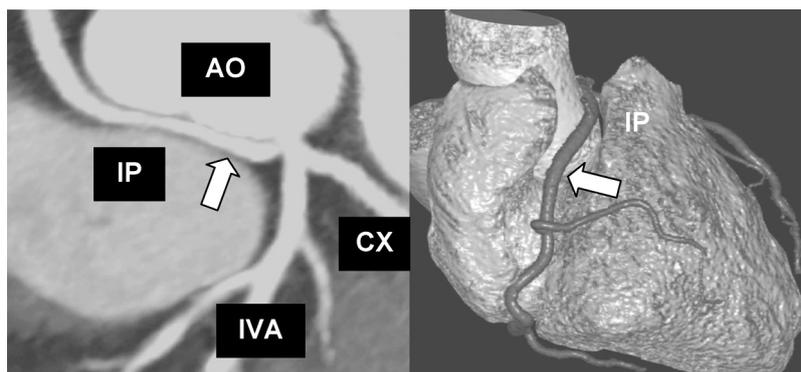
Images tomographiques d'une artère coronaire droite (flèche noire) connectée l'artère coronaire gauche avec un trajet ectopique préaortique juxtamural. AO : aorte ; CX : artère circonflexe ; IP : infundibulum pulmonaire ; IVA : artère interventriculaire antérieure.
